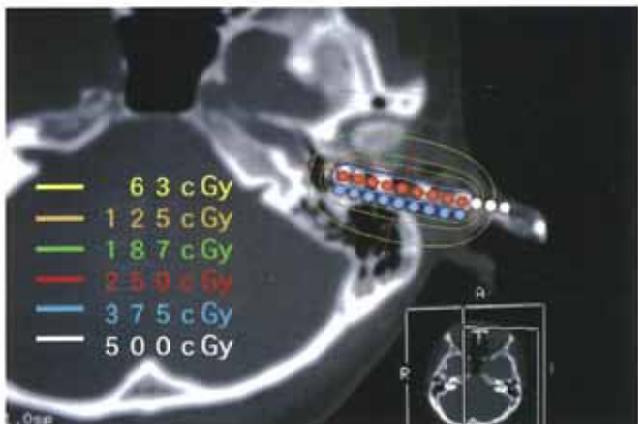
Isodose distribution overlaying CT. The 250 cGy dose line encompasses the tumor of the external auditory canal, and the 63 cGy dose line encompasses the inner ear.
